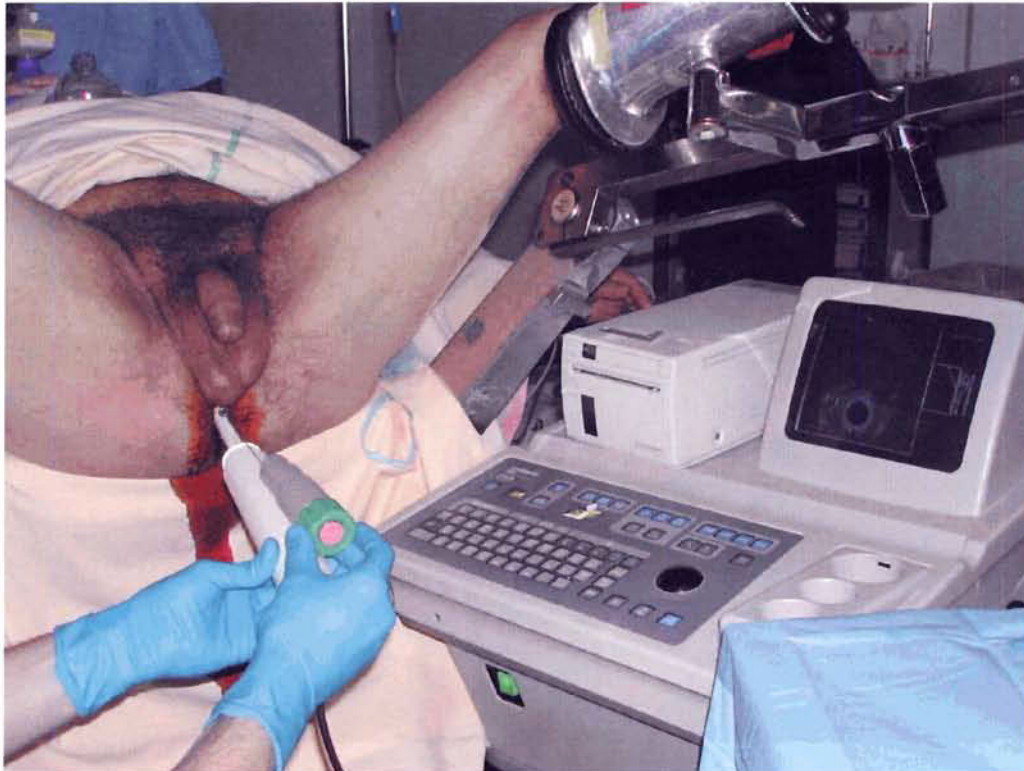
Technique des biopsies de prostate. Sonde d'échographie endo-rectale et aiguille de ponction en place. Patient en position gynécologique. Échographe à droite du patient.
